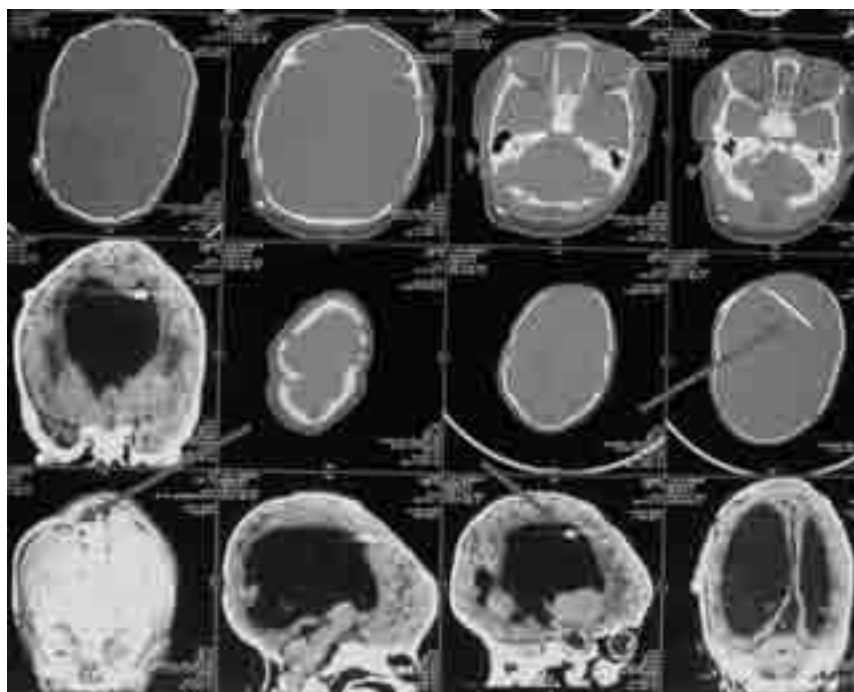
СКТ больной К. после вентрикулоперитонеостомии. Стрелками указано расположение вентрикулярного катетера
